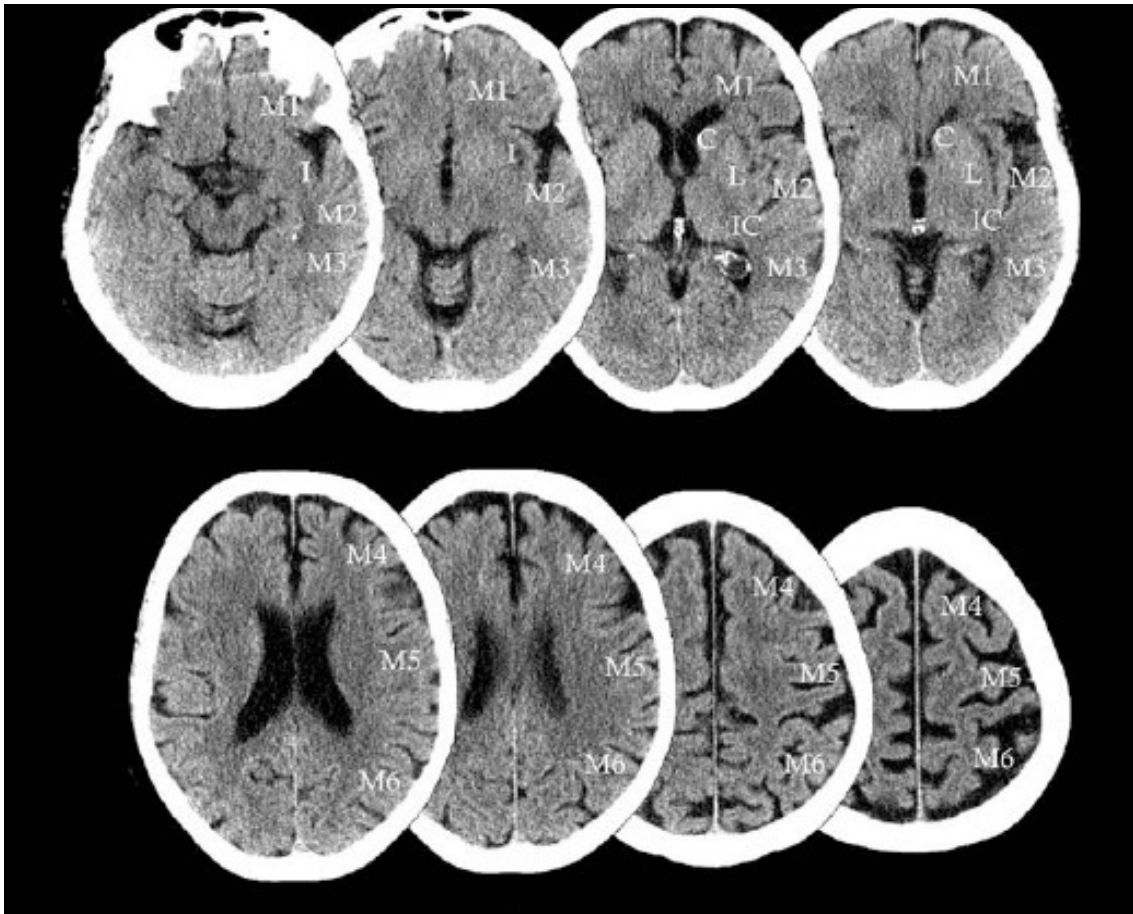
Escala ASPECTS en TC.
